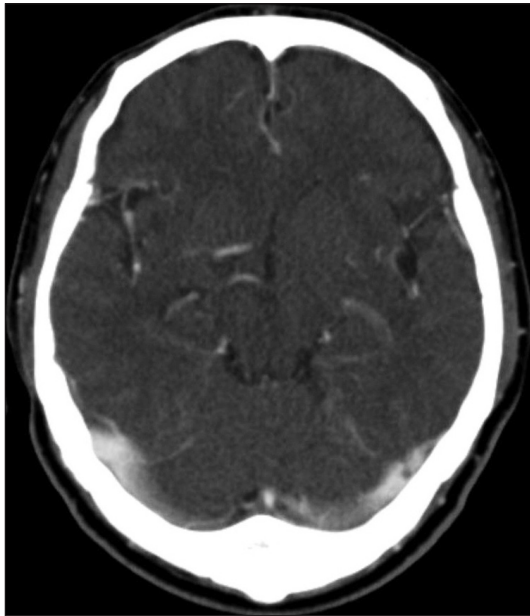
An axial scan of brain computed tomography with contrast enhancement during the outpatient department follow up, demonstrates disappeared right subdural abscess.
